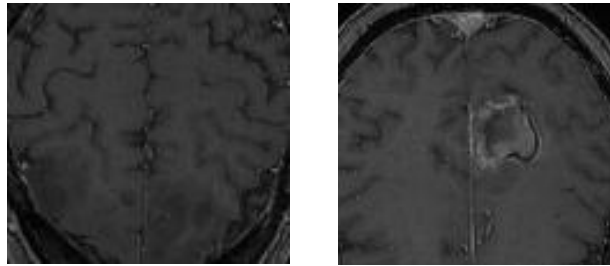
Imagen de RM utilizada para el entrenamiento.
